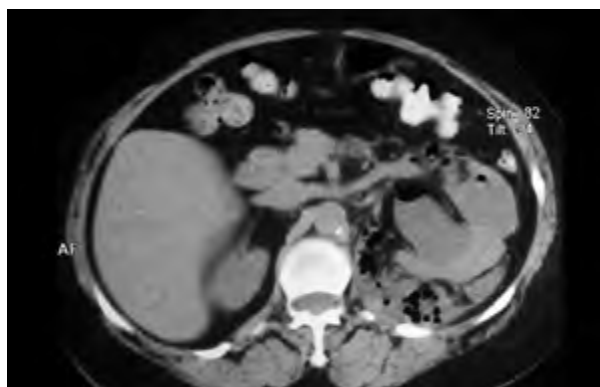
TAC abdominal evidencia riñón izq. aumentado de tamaño con disminución del espesor del parénquima.
